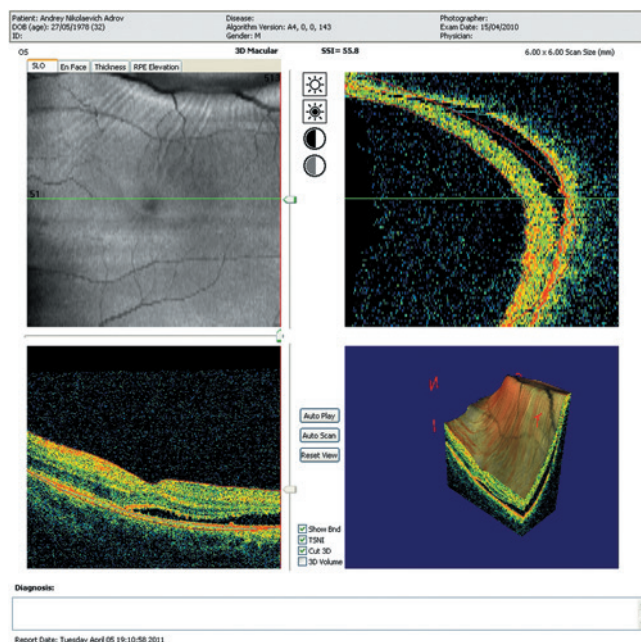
Оптическая когерентная томограмма демонстрирует формирование интратетинальных экссудативных полостей, складчатость сетчатки.
